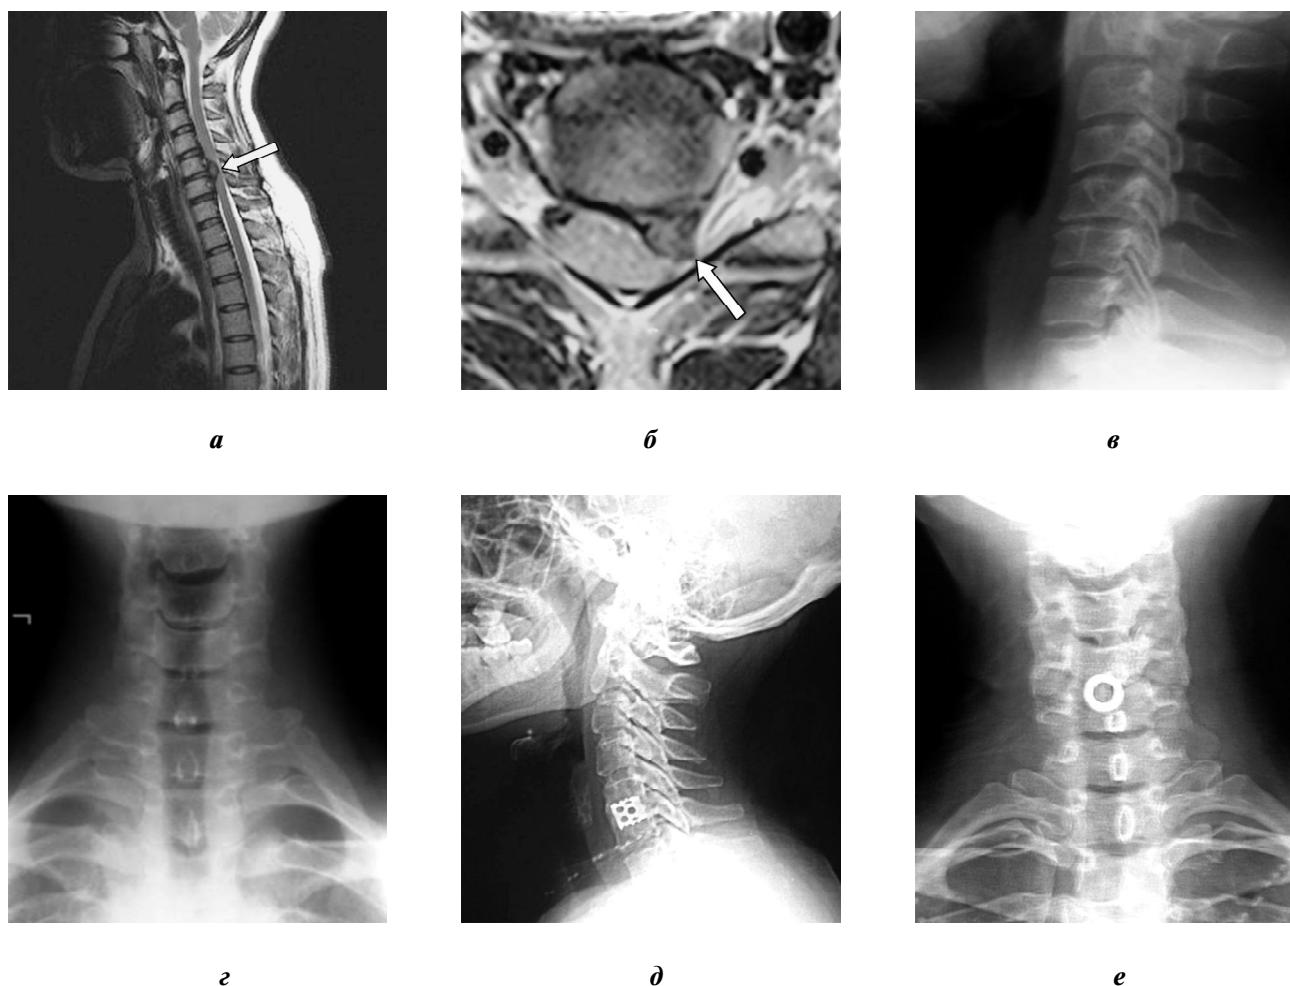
МРТ и рентгенограммы больной С. 39 лет:
